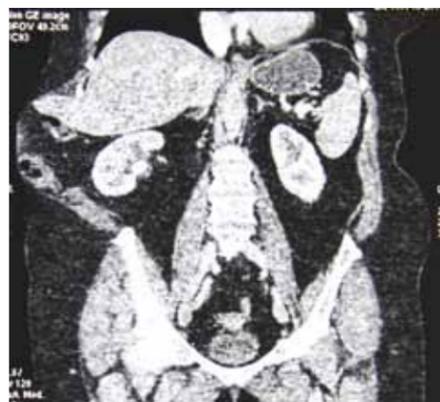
Компьютерная томограмма, фронтальная реконструкция. Камень правой почки. Боковая грыжа справа, в состав которой входят петли кишечника и правый край печени
